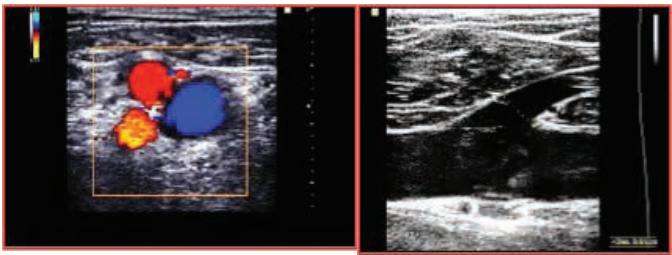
Região inguinal: Doppler colorido (Figura do rato). Ecografia mostra junção safeno-femoral (JSF)
